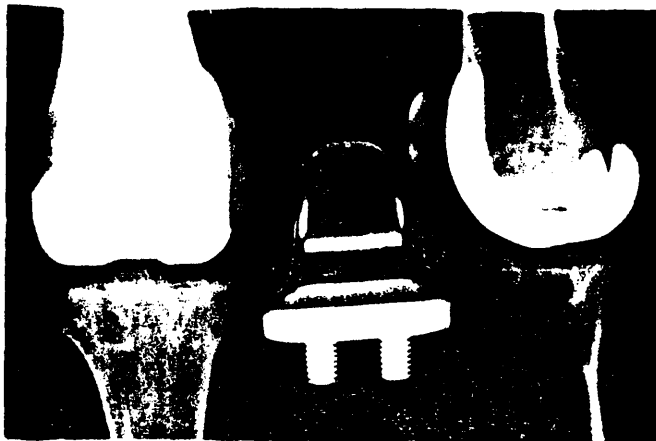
Radiografía con el modelo ICLH (Freeman)
